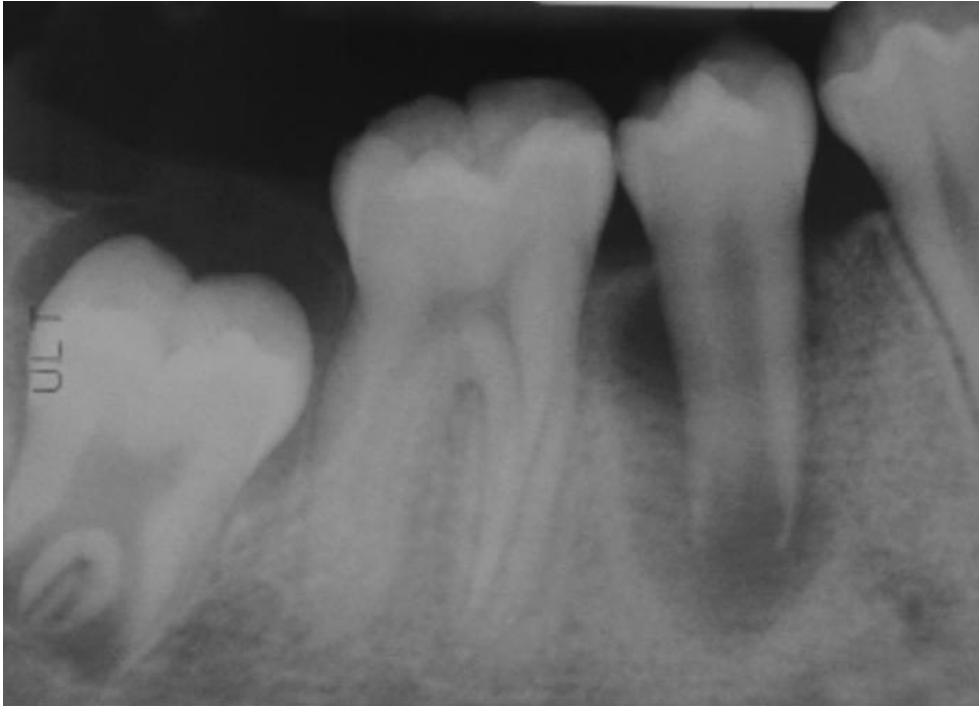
Radiografia pré-operatória. Segundo pré-molar tem uma grande lesão periradicular radiolúcida no ápice aberto (Banchs & Trope, 2004)
